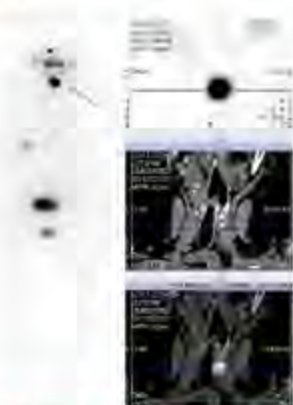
Balayage à l'I131 classé normal devant la présence d'une fixation cervicale au niveau du lit thyroïdien. La TEMP/TDM a permis de redresser le diagnostic en montrant une masse résiduelle calcifiée.
